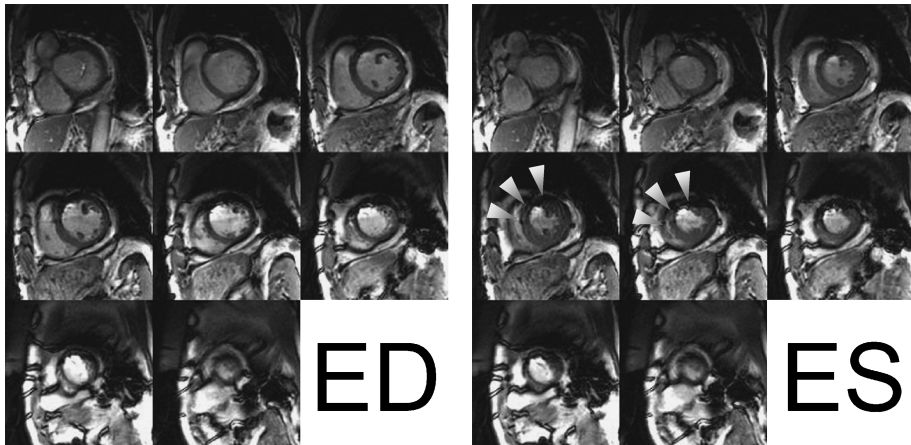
Case of old myocardial infarction (case # 3). End-diastolic and end-systolic images of whole heart short axial movies obtained with FIESTA CINE imaging by 3T MRI. The movies show anteroseptal hypokinesis (arrowheads).
